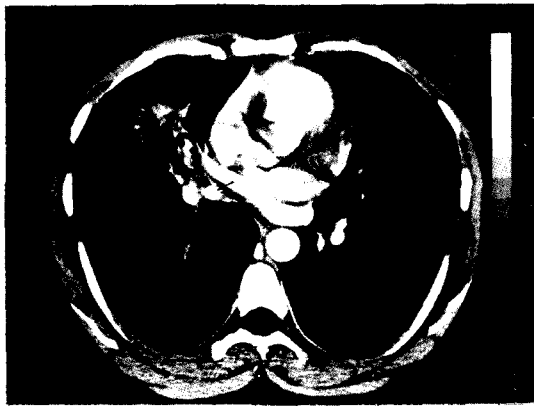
Chest CT scan demonstrating endobronchial, calcified lymph node(arrow) in right middle lobar bronchus, and atelectasis and bronchiectatic change in the distal portion of lung.
